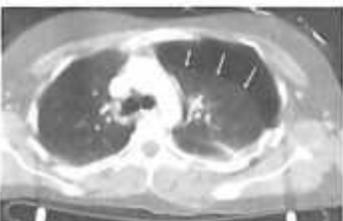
КТ грудной клетки. Пневмоторакс слева.
